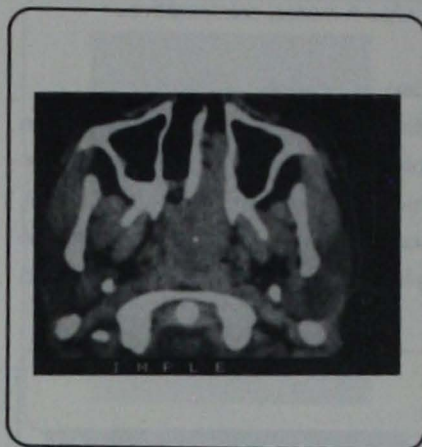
Caso 5, TC de control post-operatorio de 8 meses en que se demuestra tumor residual en estadio II.
